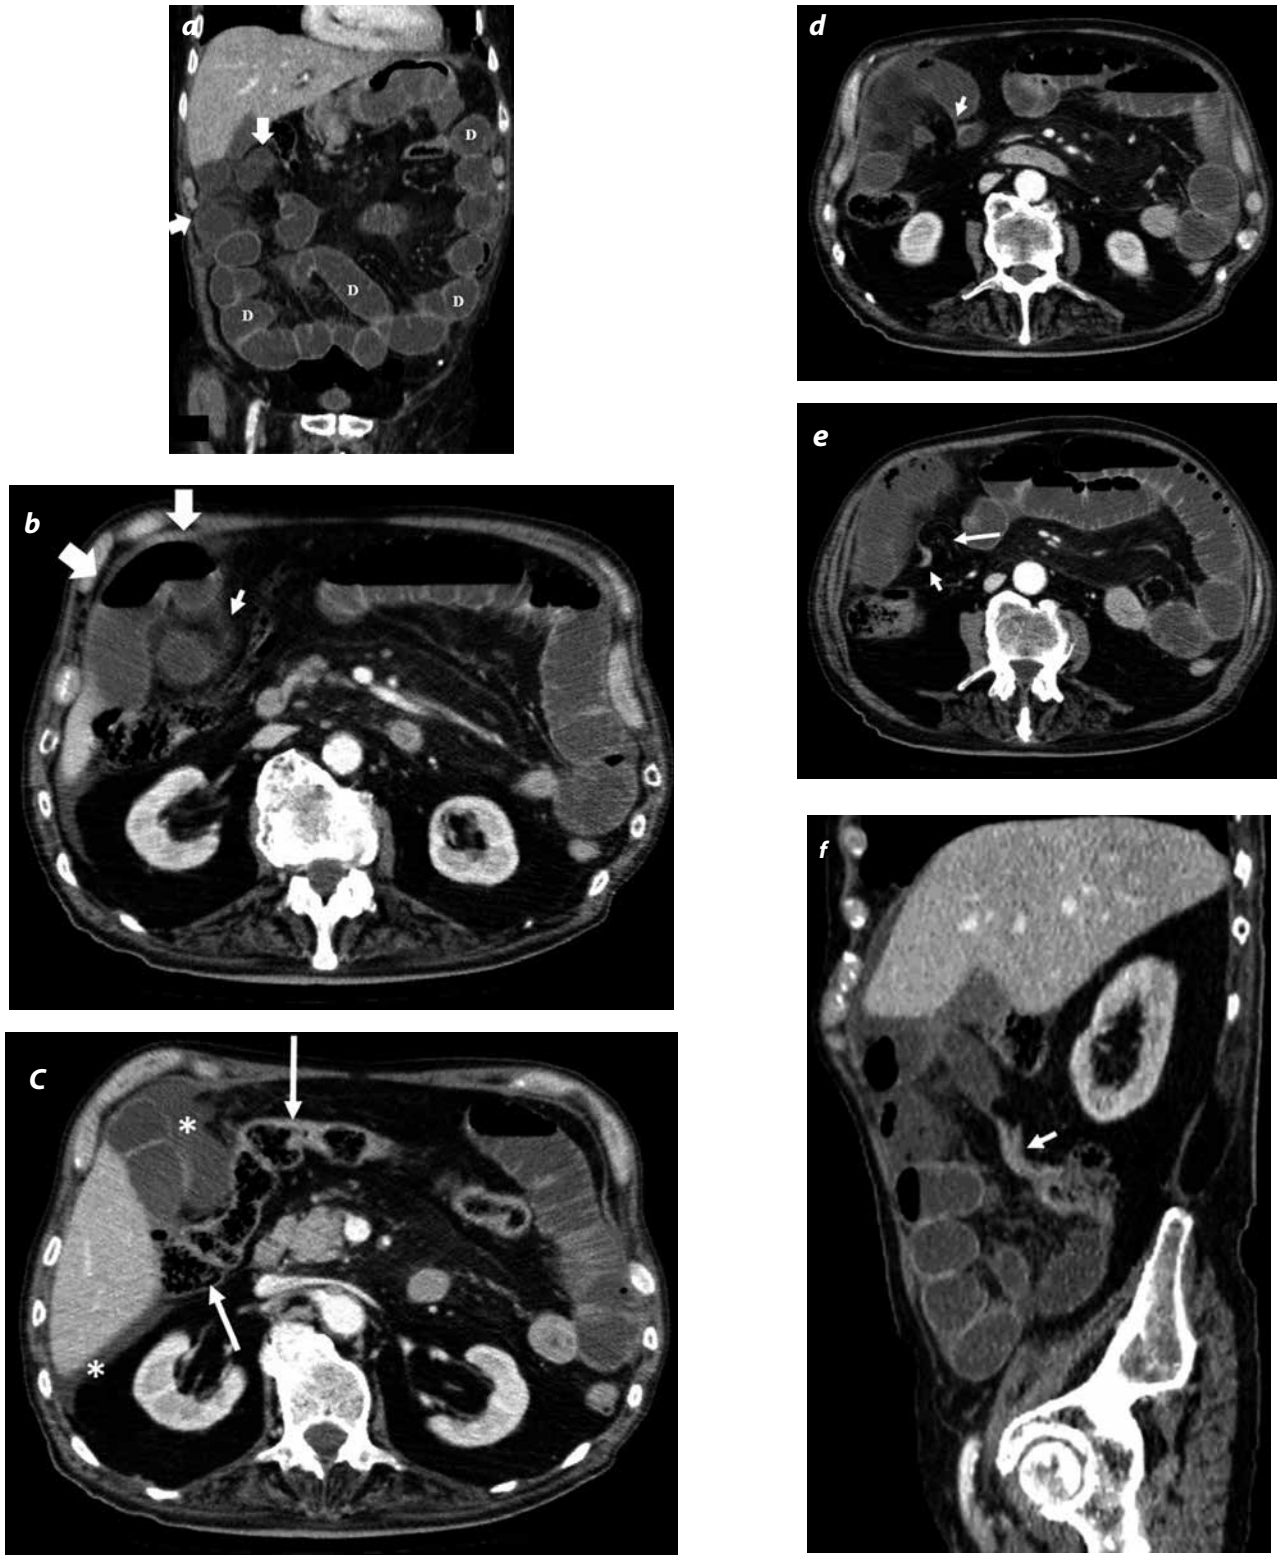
a, b, c) TC axial abdominal después de la administración de medio de contraste yodado endovenoso. a) Reconstrucción MPR coronal. Se observa distensión difusa de las asas de intestino delgado (D en a). En hipocondrio derecho, se observa un racimo de asas de intestino delgado, apelotonadas (flechas gruesas en a y b) que presentan engrosamiento parietal, sin realce mural, acompañadas de un aumento de la atenuación de la grasa mesentérica adyacente (flecha corta en b), signos que sugieren estrangulación intestinal. d, e, f) TC axial abdominal después de la administración de medio de contraste yodado endovenoso. f) Reconstrucción MPR en plano sagital. Se demuestran dos cambios de calibre en el asa intestinal herniada, uno en el ileon terminal "signo del pico" (flecha corta en d) con torsión de los vasos mesentéricos "signo del remolino" (flecha larga en e) y otro en el mismo segmento de intestino delgado (flecha corta en f), ambos delimitando el "asa cerrada" a través del defecto mesentérico. Los hallazgos son sugestivos de hernia interna transmesentérica con signos de compromiso vascular.
